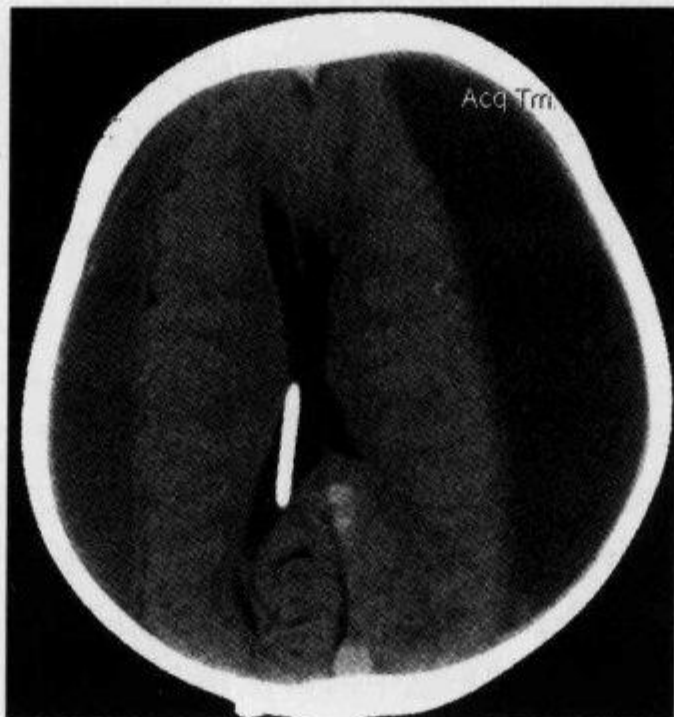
颅脑 CT 平扫示“脑室挤压征”(二)
